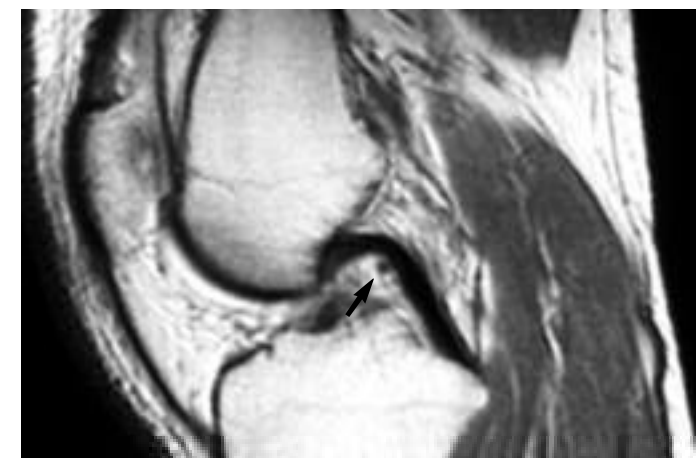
Anatomía normal del LCP que presenta una señal de resonancia hipointensa homogénea. Ligamento de Humphrey (flecha) anterior al LCP. Sagital DP SE.
